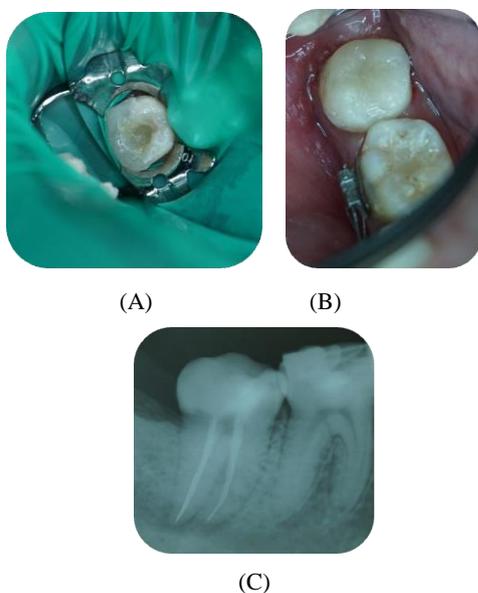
(A) Aplikasi *Thermaprepplus* yang telah dipanaskan pada saluran akar ; (B) Gambaran radiografi hasil obturasi gigi 47 menunjukkan saluran akar terisi secara hermetis.
